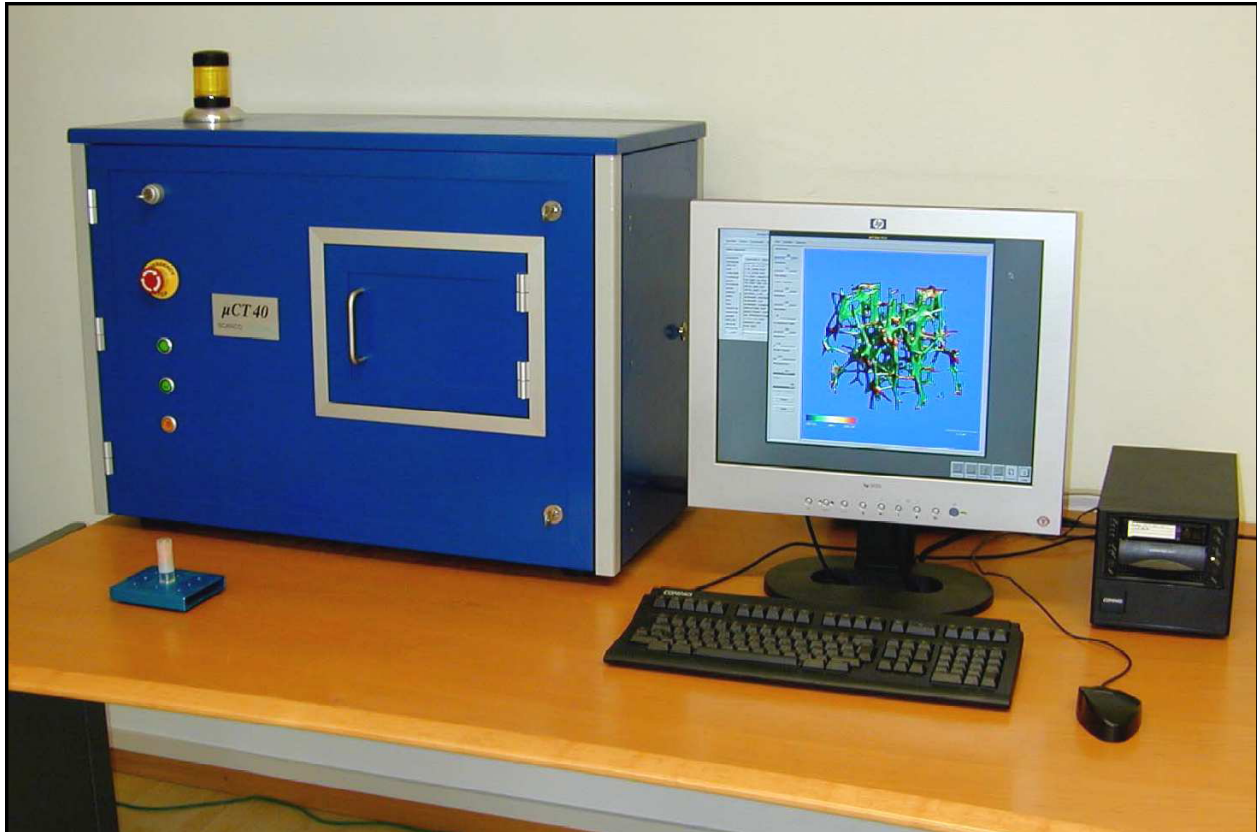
μ CT 40 der Fa. Scanco Medical mit einer nicht isotropen Ortsauflösung in Abhängigkeit von der Objektgröße von 5 bis 50 μm .
